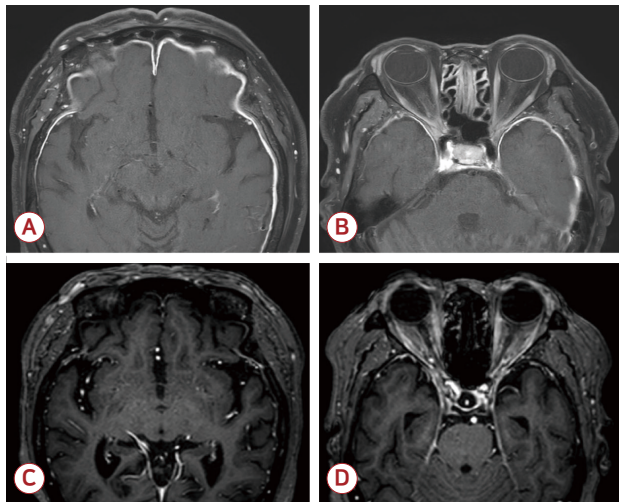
MRI findings of patient 1. (A, B) Initial gadolinium-enhanced T1 images exhibit diffuse enhancement and thickening of the pachymeninges in both frontal convexities, orbital apices, and optic canal. (C, D) Follow-up images after 1 year reveal the complete resolution of pachymeningeal enhancement. MRI; magnetic resonance imaging.
